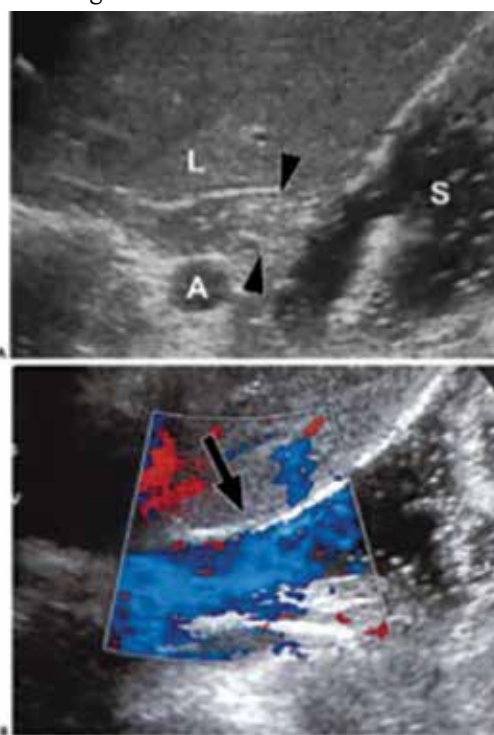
A - Ultrassonografia longitudinal oblíqua do epigástrico exhibe a junção gastroesofágica (pontas de setas). B - A cor azul no estudo Doppler ilustra um episódio de refluxo (seta) na junção gastroesofágica. A= aorta, S= estômago, L= fígado²⁵.
